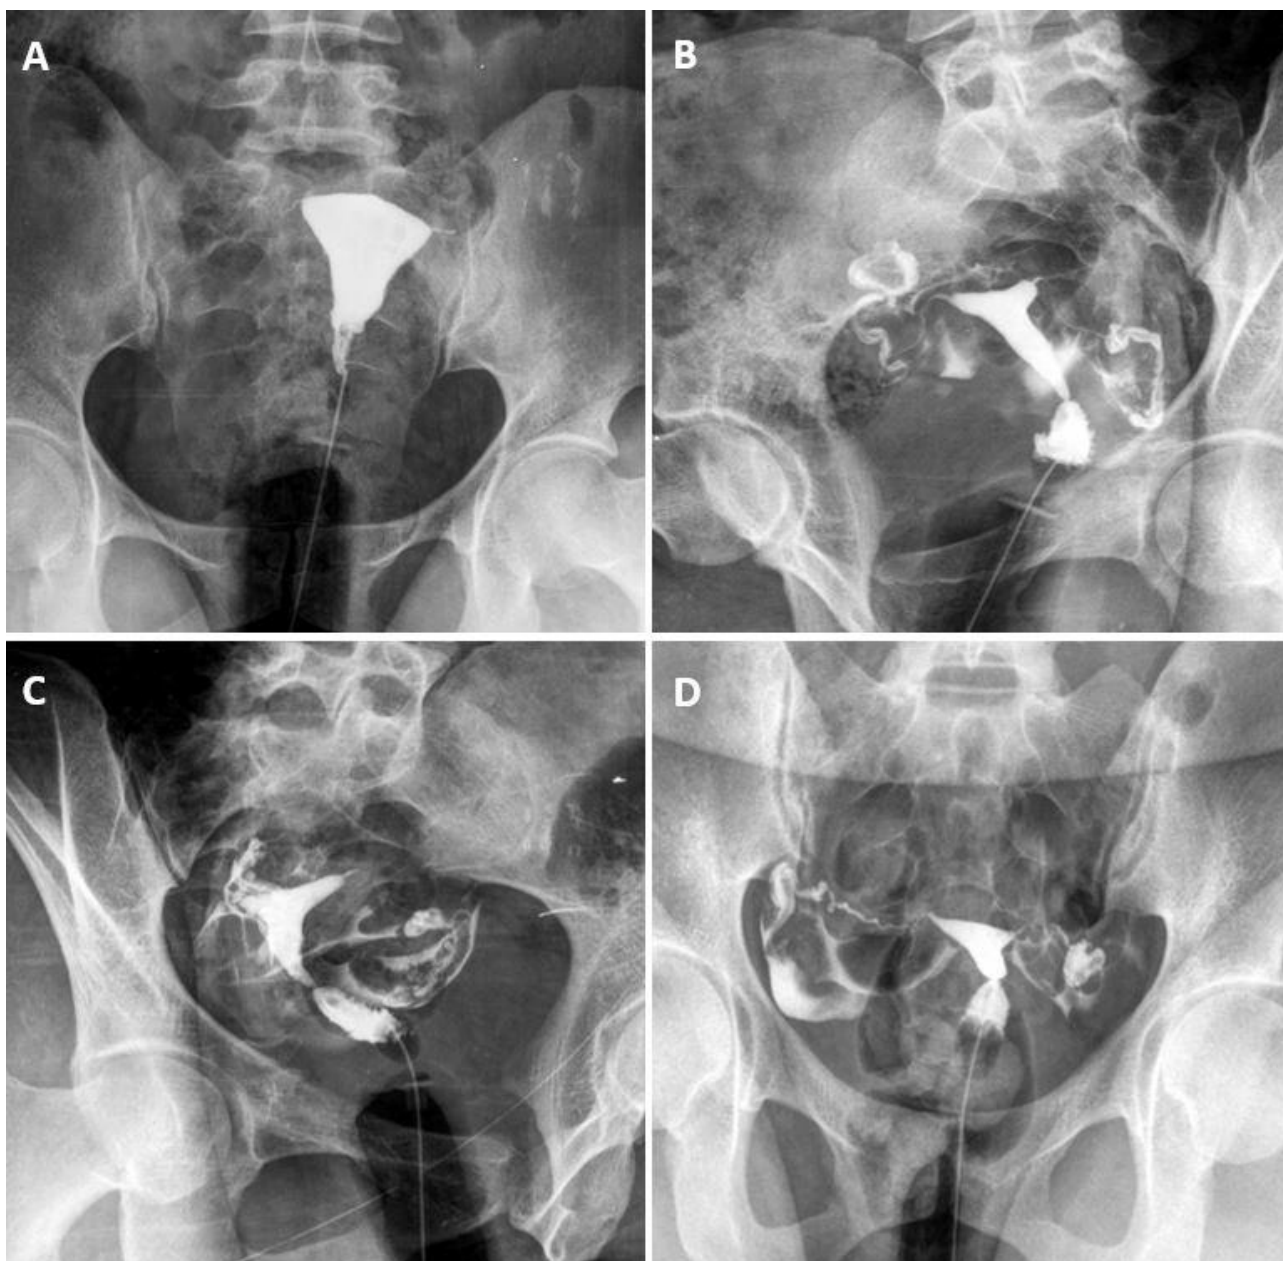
Exame de histerossalpingografia. Imagens obtidas pela radiografia mostrando (a) útero em AP preenchido pelo meio de contraste, (b e c) útero e trompas em oblíqua direita (b) e oblíqua esquerda (c) preenchidos pelo meio de contraste, e (d) após peritonização do meio de contraste.
